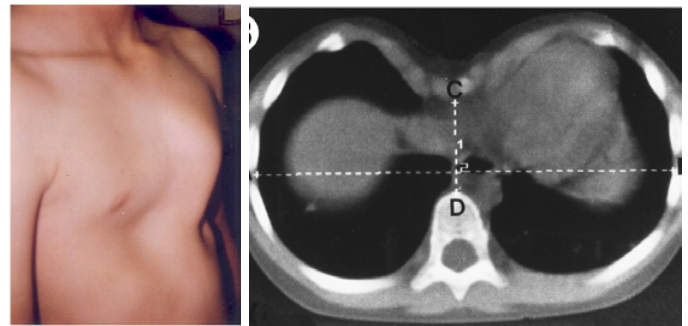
Aspect exterior și Tomografia Computerizată a cutiei toracice la pacientul S., 12 ani, preoperator.
